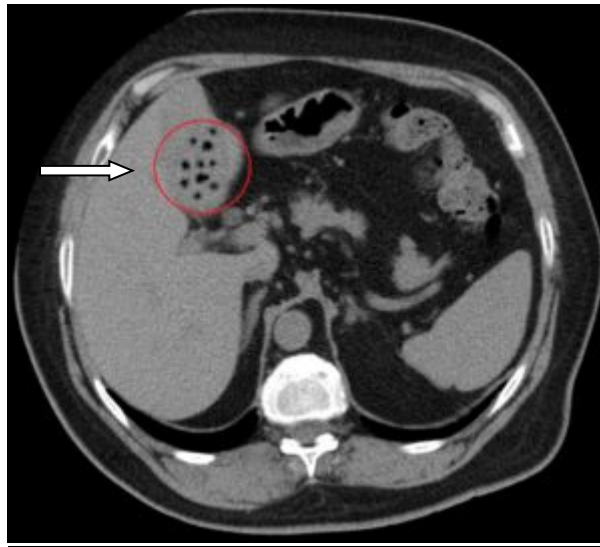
КТ: конкременти у жовчному міхурі
